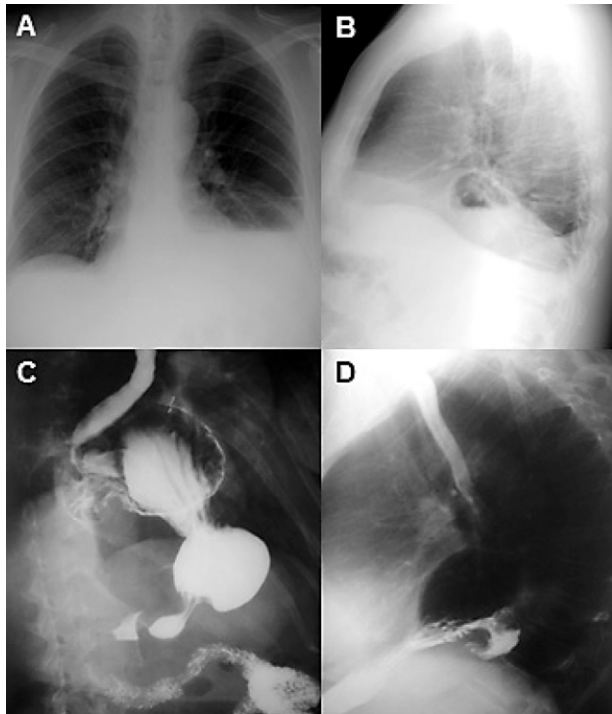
A) Radiografía de tórax frontal simple. B) Radiografía de tórax lateral izquierdo. C) Radiografía contrastada de esófago-estómago-duodeno, vista oblicua. D) Radiografía contrastada de esófago-estómago-duodeno, vista lateral izquierda.
